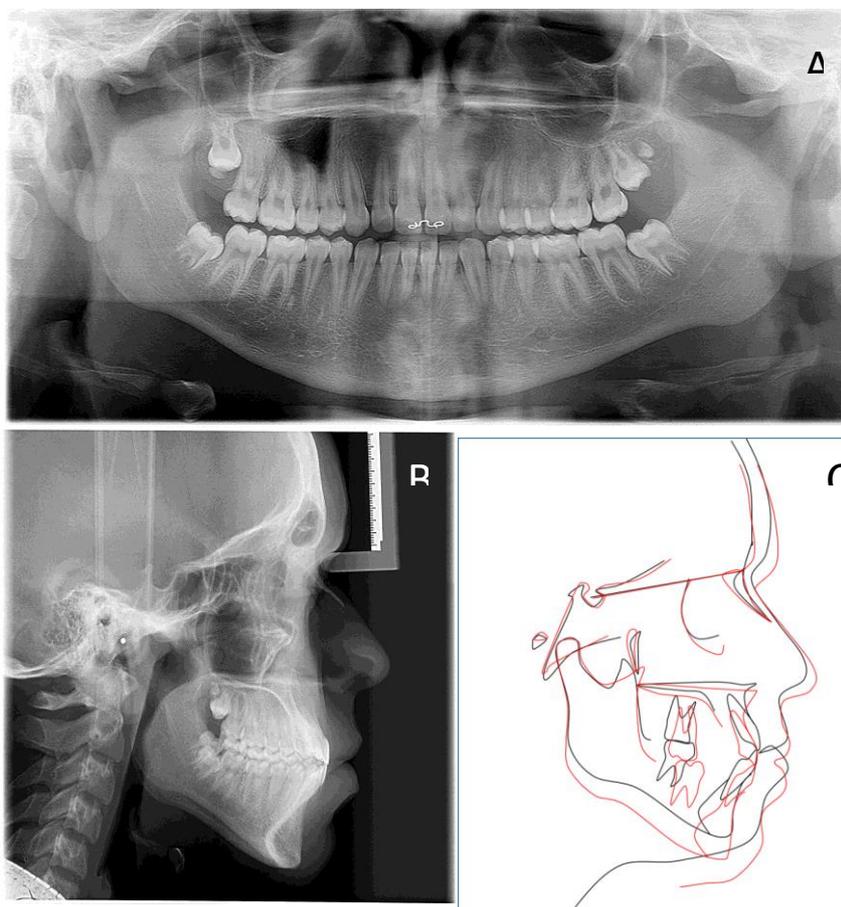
(A) Radiografia panorâmica final; (B) Teleradiografia final; (C) Sobreposição final do paciente em relação inicial.
